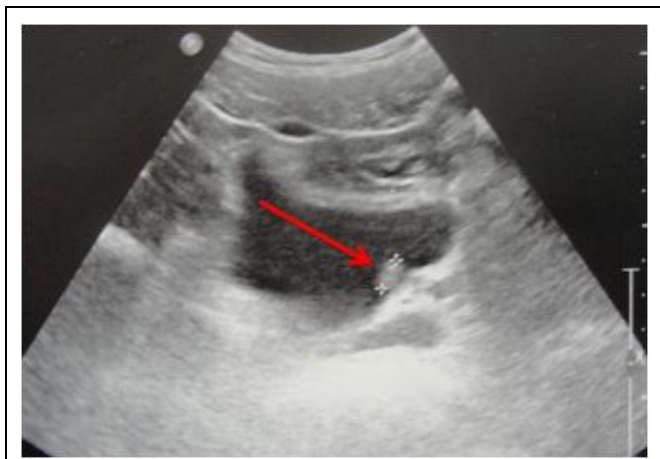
Трансабдоминальное (надлобковое) УЗИ.
